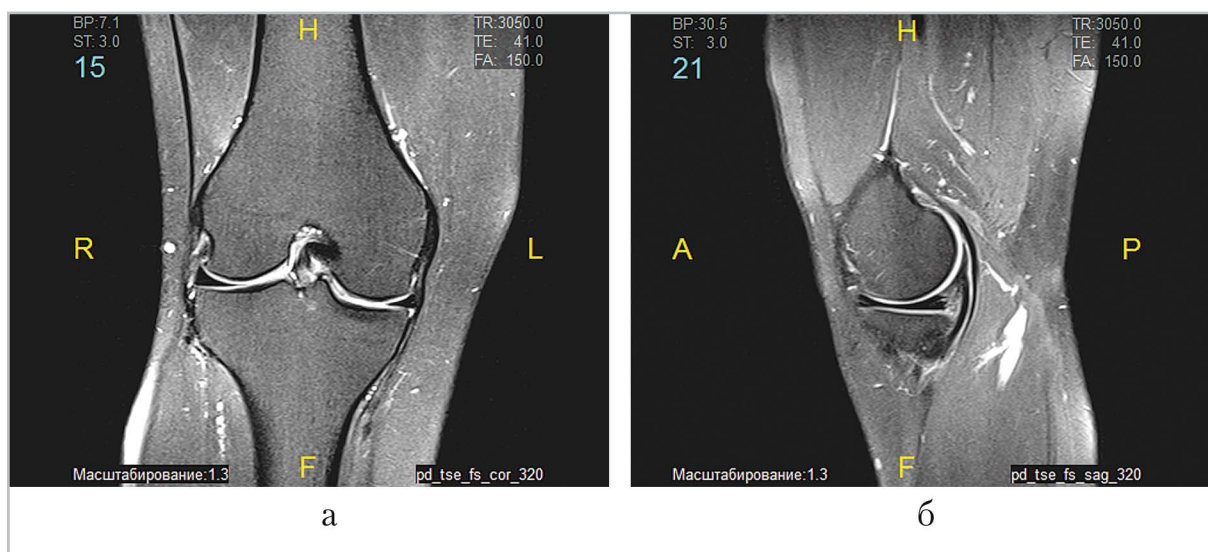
Магнитно-резонансная томограмма. Коленный сустав через 52 нед после лечения аутологичной обогащенной тромбоцитами плазмой (а — прямая проекция; б — боковая проекция)
